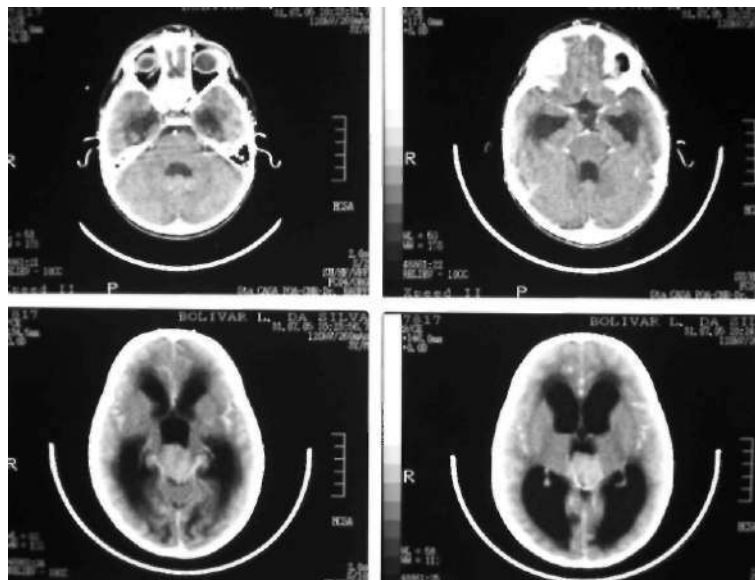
Tomografia de crânio evidenciando um pinealoblastoma (seta). Imagem gentilmente cedida pela Dra. Zélia M.S. Corrêa. Santa Casa de Porto Alegre, RS.
